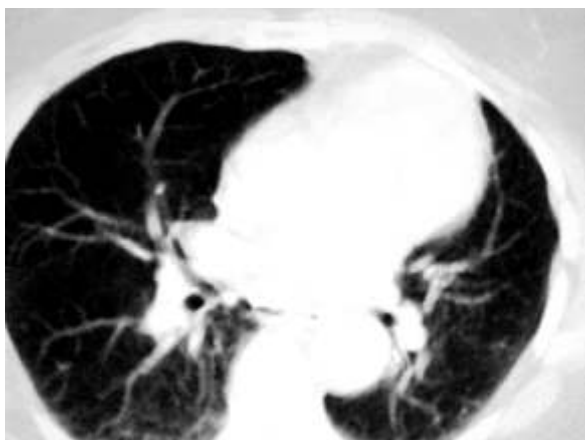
TC de tórax con ventana pulmonar: efecto de masa sobre parénquima izquierdo
